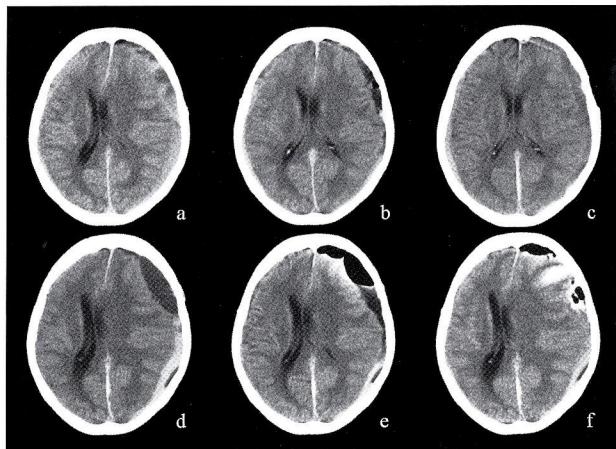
a; Plain CT on admission showing left subdural hematoma.
